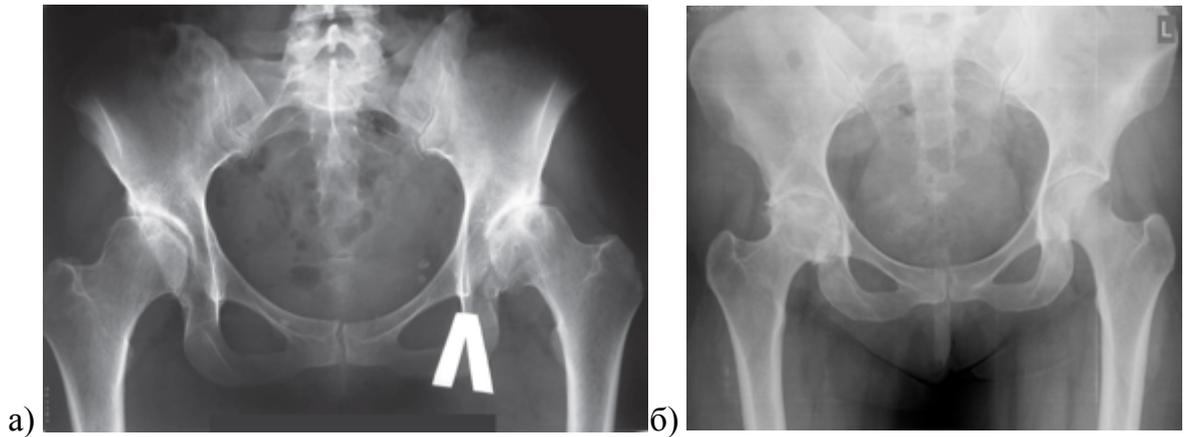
Визуализация ости седалищной кости на обзорной рентгенограмме таза: а) в норме ости седалищных костей не визуализируются даже при наличии суставной патологии; б) отчетливая визуализация остей седалищных костей свидетельствует о ретроверсии вертлужной впадины
